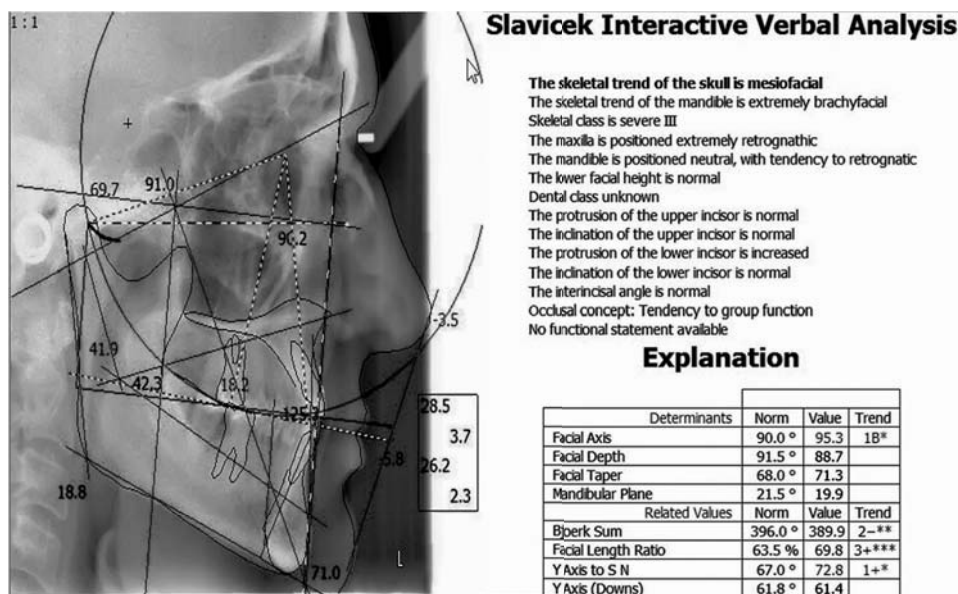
Teleradiografia de profil si analiza datelor dupa Slavicek
